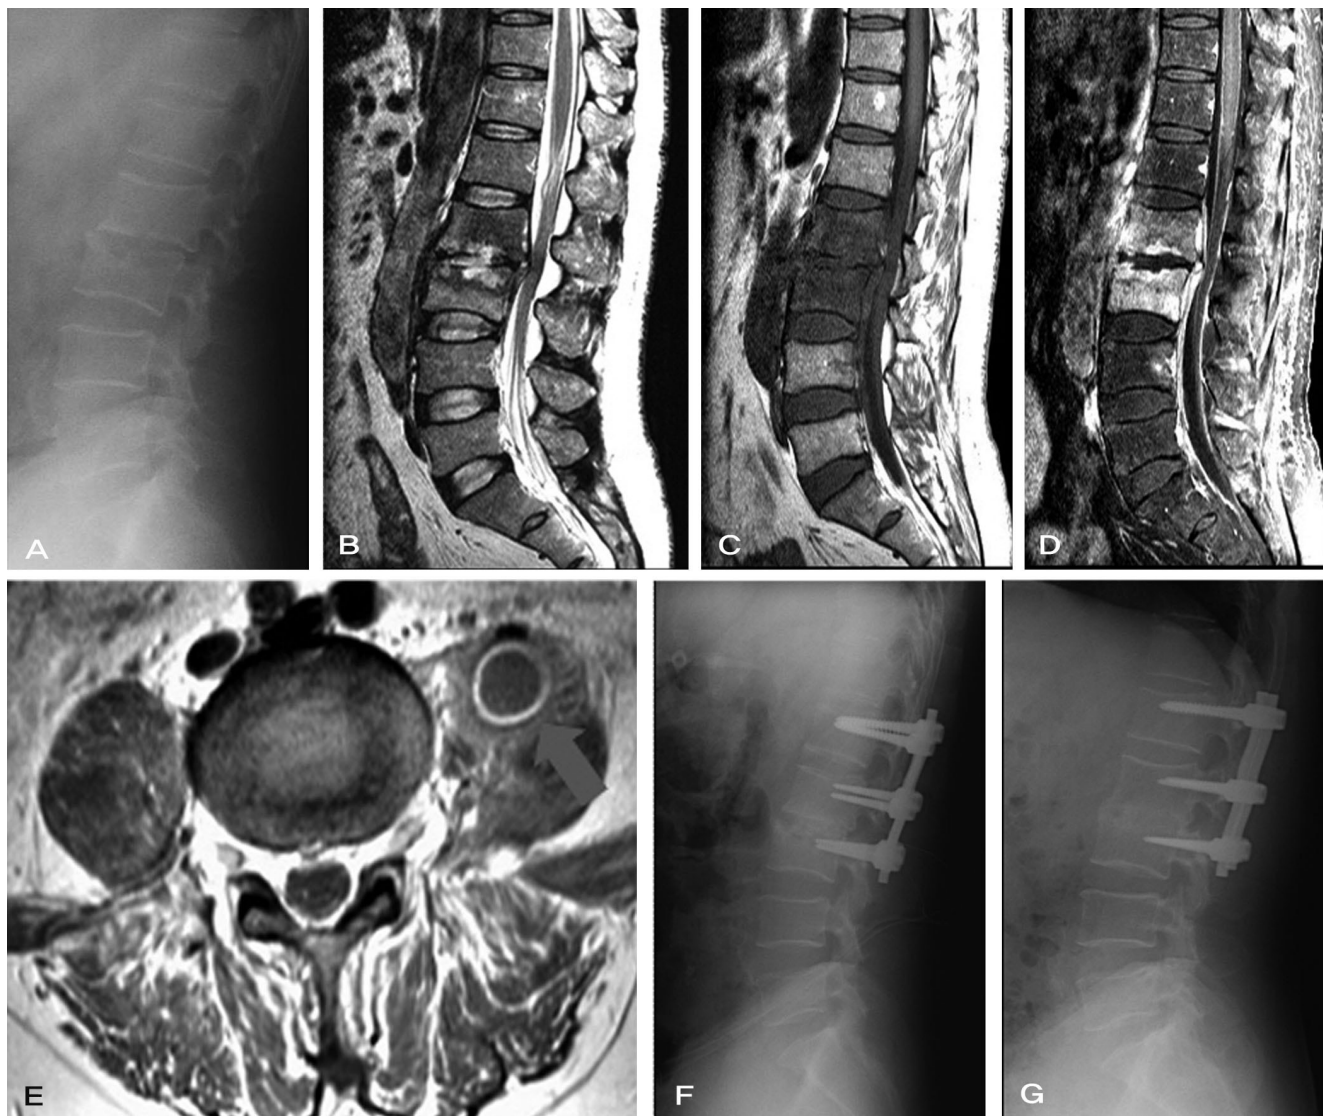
A 50-year-old male with L2-3 pyogenic spondylodiscitis (*S. aureus*). (A) Preoperative lateral plain radiograph shows destructive change and space narrowing in lumbar 2, 3 vertebrae. (B) T2-weighted MR image, (C) T1-weighted MR image, (D) Contrast-enhanced fat suppression MR image shows end plate destruction and epidural abscess. (E) Contrast-enhanced T1-weighted axial MR image demonstrating epidural abscess and left psoas abscess (F) Lateral radiograph after operation shows posterior debridement, bone graft and posterior instrumentation with infected body. (G) Lateral radiograph obtained 1 year after operation shows bony fusion.
